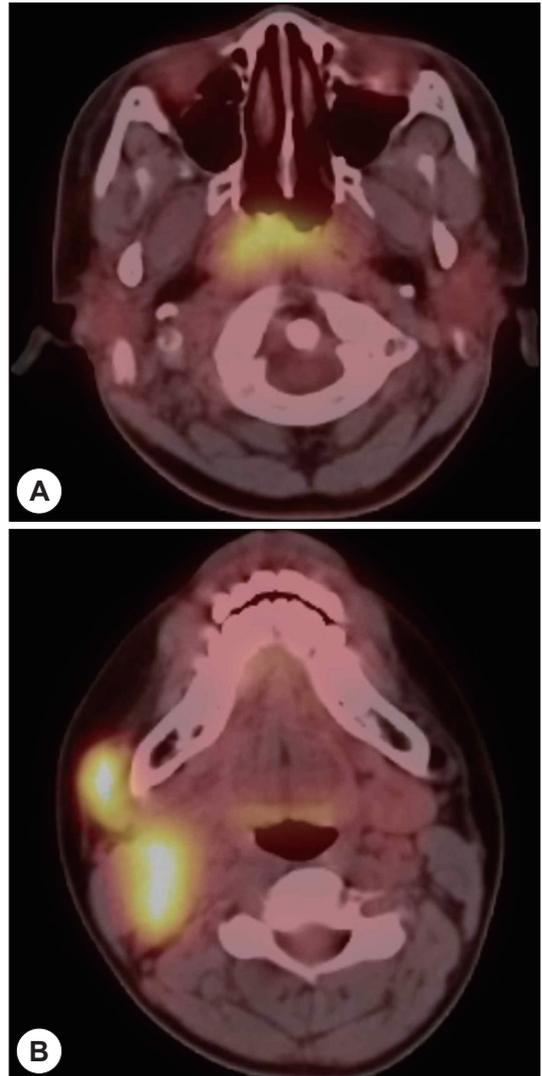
Initial Positron emission tomography (PET-CT scan). A : There is asymmetrically increased fluorodeoxyglucose (FDG) uptake at the nasopharynx (SUVMax 6.79). B : Increased FDG uptake was noted in the right cervical lymph node level I, II (SUVMax 15.28).
